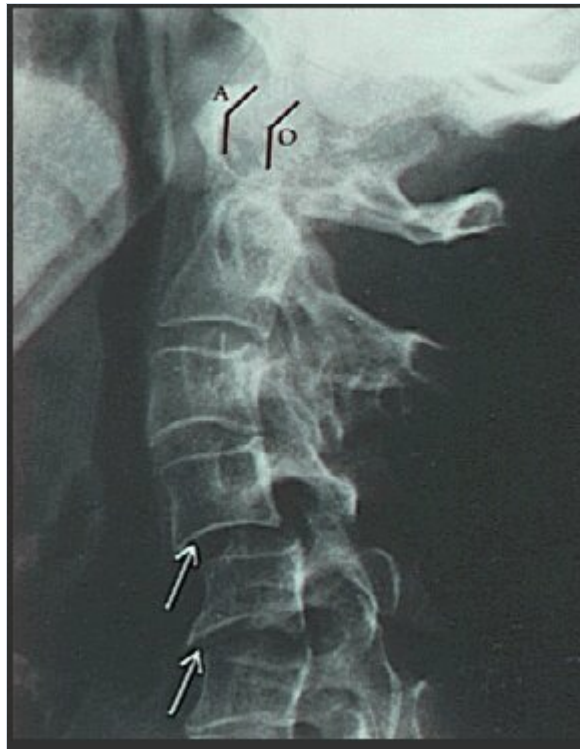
Columna cervical en artritis reumatoide El borde anterior de la apófisis odontoides (O) está separada en forma anormal del borde del arco del atlas (A), según se aprecia en esta radiografía lateral de la columna cervical de un enfermo con artritis reumatoide. También se observan subluxaciones de los cuerpos vertebrales cervicales inferiores (flechas).
